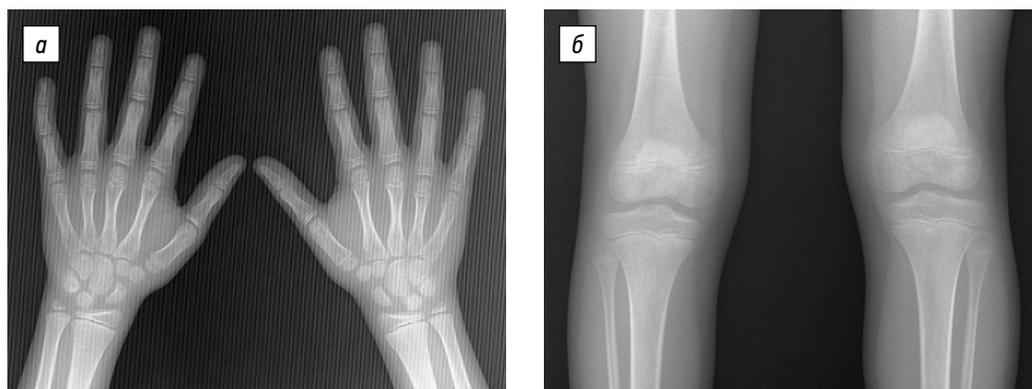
Рентгенограммы кистей и коленных суставов в прямой проекции
